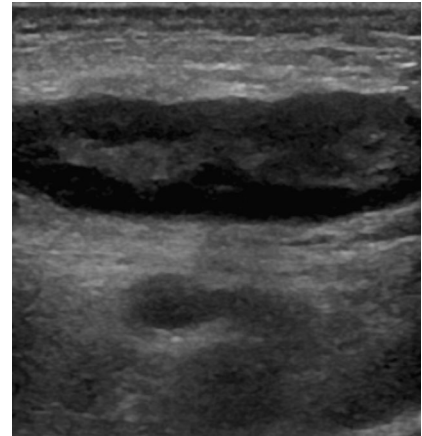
▲ In der Sonographie vor Therapiebeginn zeigte sich das typische Bild einer inguinalen Lymphadenitis
